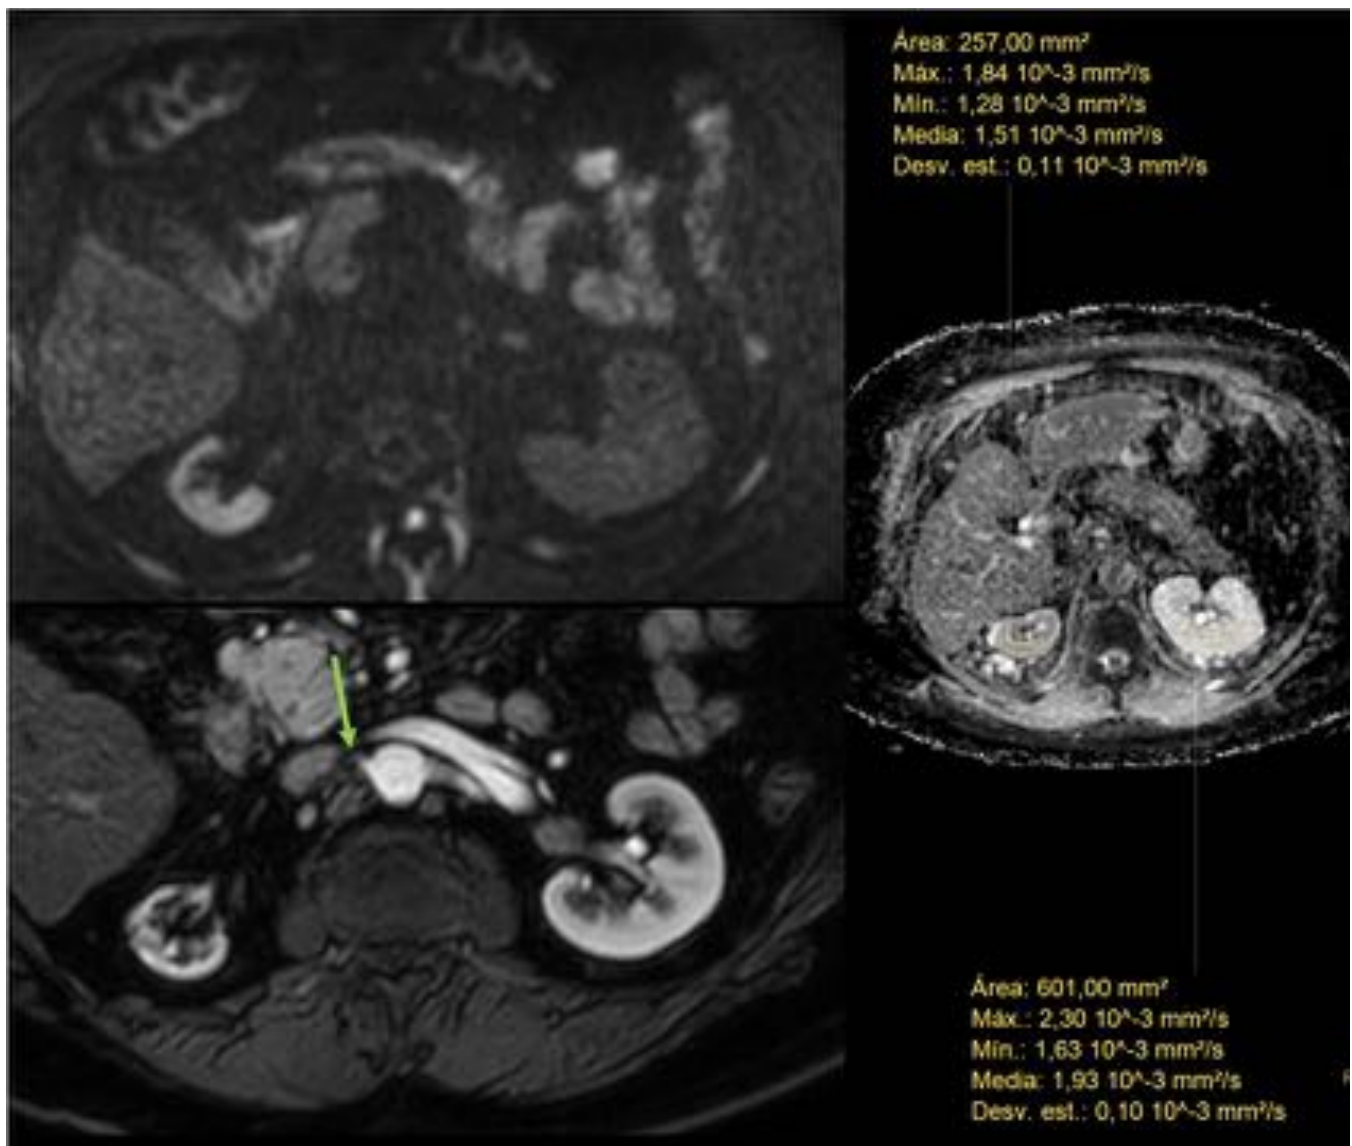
Estenosis de arteria renal derecha con atrofia renal. A y B: imágenes de RM difusión (b 1000) y mapa de ADC con medición que muestra restricción de la difusión en riñón atrófico. C: imagen de RM T1 tras administración de contraste que muestra la arteria renal derecha estenótica (flecha).
